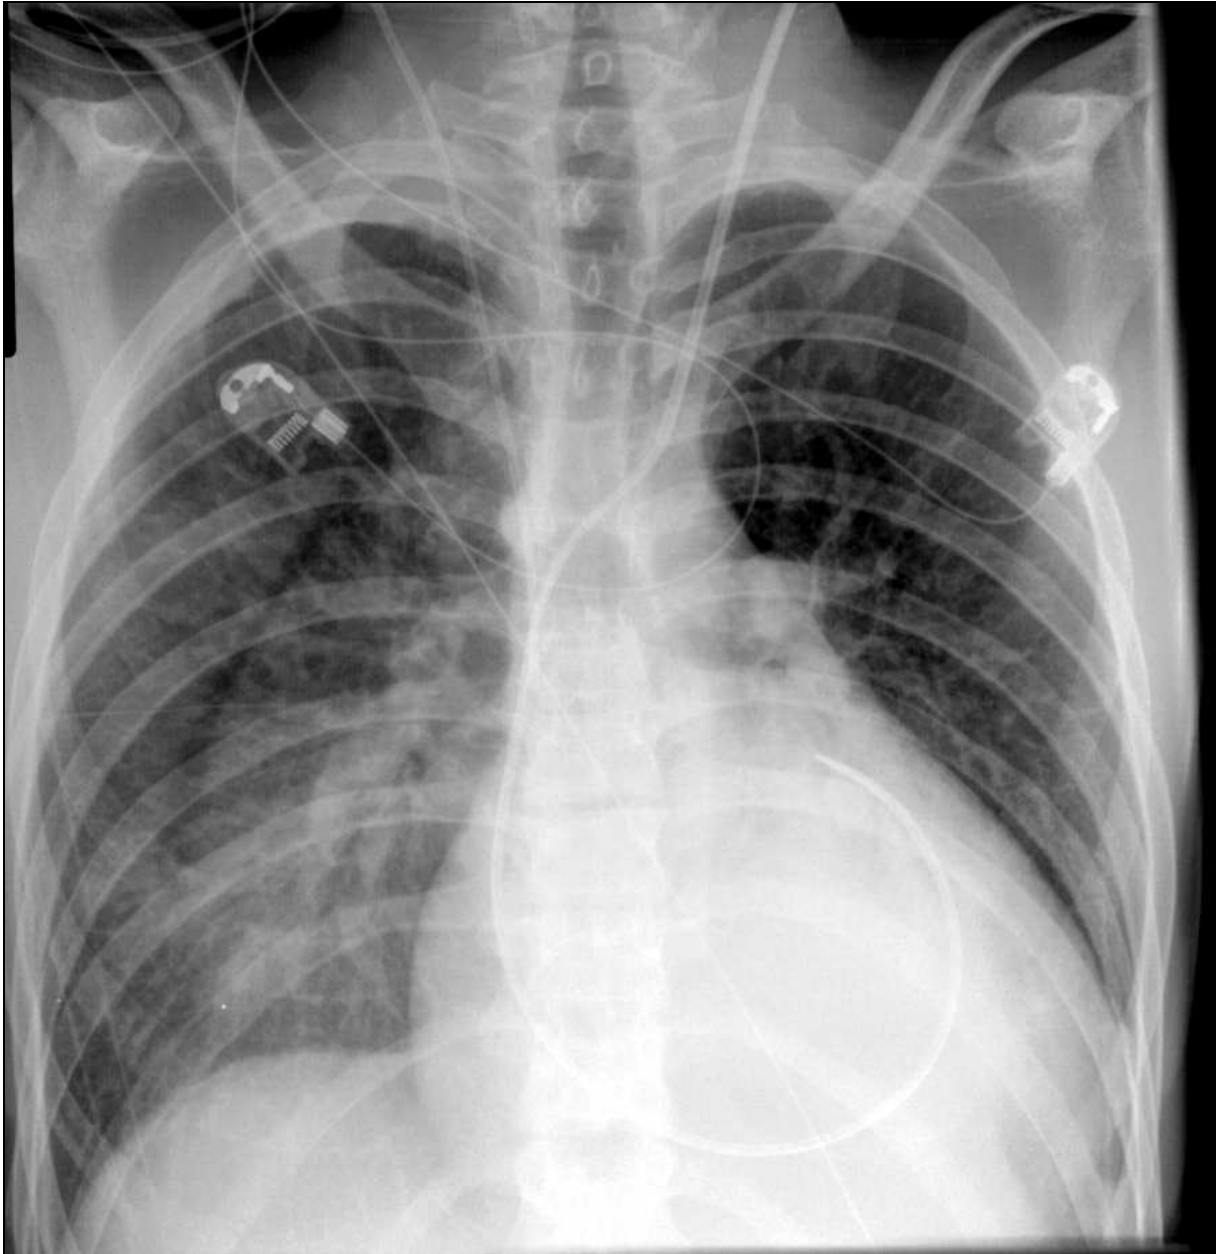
Röntgen vor Implantation bei DCM
